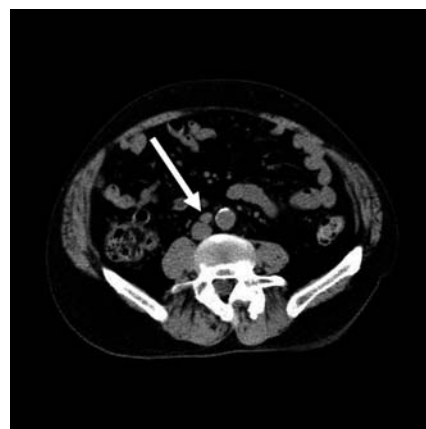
Plain CT revealed a retroperitoneal lymph-node swelling (arrow).
